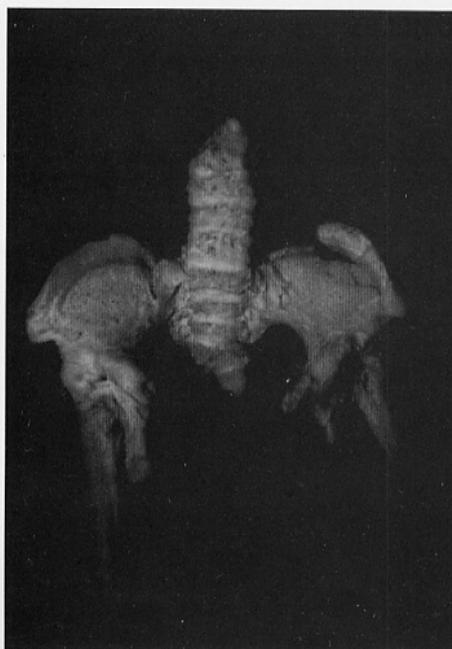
Aspect morphologique d'un monstre omphalosite, paracéphale acardiaque. (Noter la présence de cheveux autour d'un orifice évoquant un stomodeum, et l'inégalité des membres inférieurs) et sa radiographie. (Laboratoire d'anatomie, Lyon 1970)
